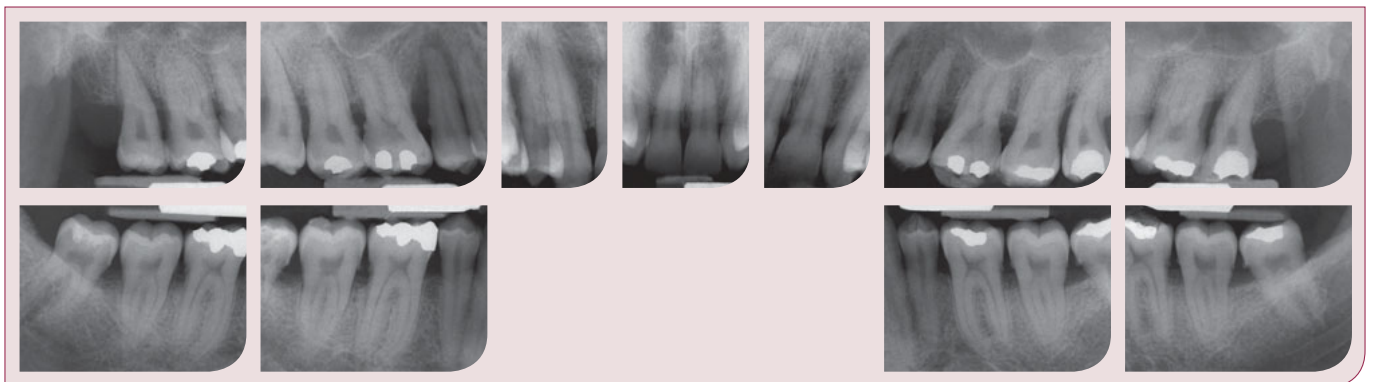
Röntgenstatus bei Erstvorstellung 2008.
